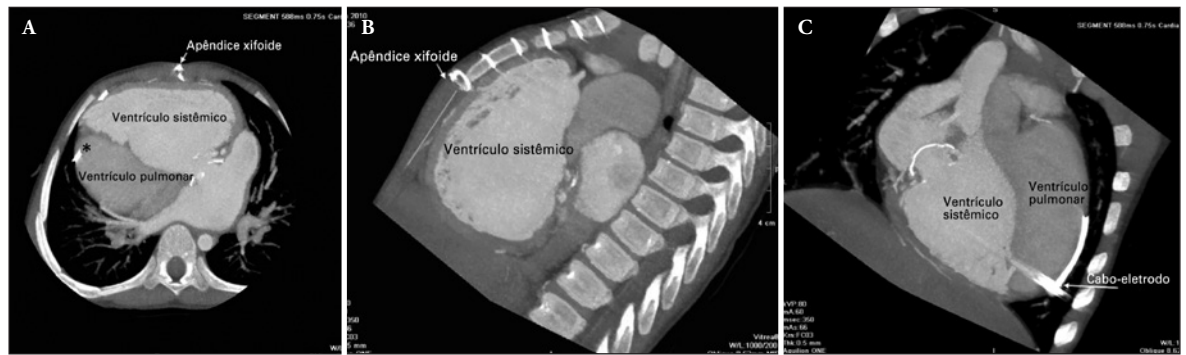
Tomografia computadorizada de tórax realizada antes do implante do ressincronizador cardíaco. A) No corte transversal, nota-se a relação entre o ventrículo sistêmico e o apêndice xifoide e a presença de cabo-eletrodo epicárdico (*) previamente implantado no ventrículo pulmonar. B) No perfil, verifica-se a relação do ventrículo sistêmico com o esterno, que apresenta pontos metálicos. C) Na visão oblíqua direita, observam-se a relação do ventrículo sistêmico com o diafragma e o cabo-eletrodo implantado no ventrículo pulmonar.
